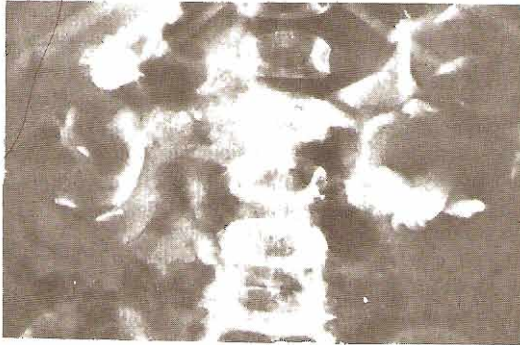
Riñones poliquísticos. Arriba izquierda: Urografía excretora en un niño, que muestra elongación, ensanchamiento y acodamiento de los cálices alrededor de los quistes. Buena función renal. Arriba derecha: Angiografía del riñón derecho, que muestra sombras "negativas" de quistes. Abajo izquierda: Angionefrotomografía que muestra los riñones esencialmente de tamaño normal. Todos los infundibulos del cáliz izquierdo y el infundíbulo superior del cáliz derecho están ensanchados, sugiriendo riñones poliquísticos. Abajo derecha: Fase de nefrograma de la angiografía selectiva izquierda, la cual muestra múltiples sombras negativas pequeñas que representan los quistes.
